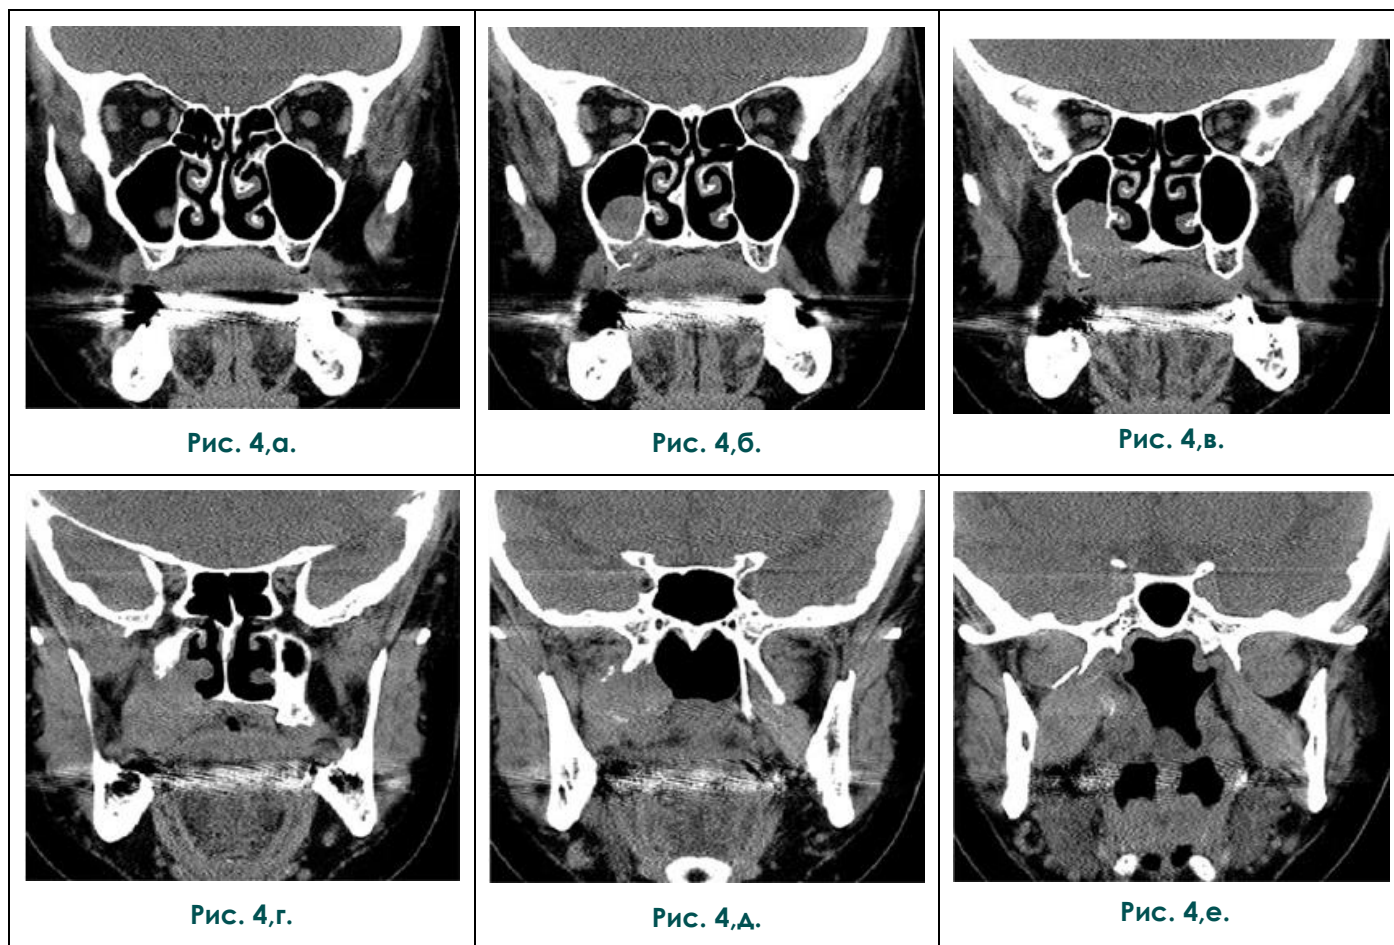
МСКТ. Околоносовые пазухи, коронарные реконструкции в области интереса.
